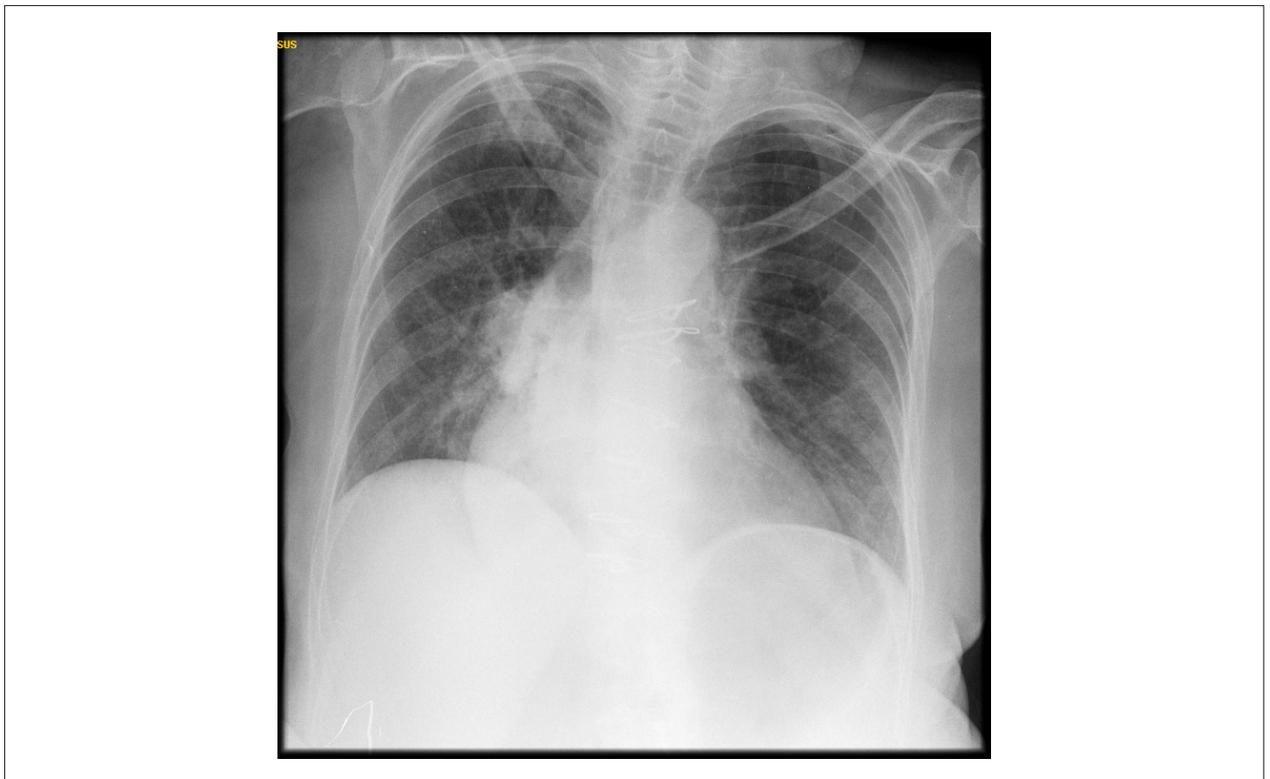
Radiografia de tórax (21/5/2017) mostrando campos pulmonares livres e cardiomegalia.
